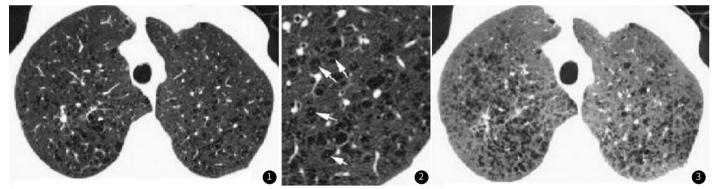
上叶HRCT: 扫描见多发小透亮区,散在分布,典型的小叶中心型肺气肿,单个病灶无可见的壁,右肺上叶的小结节为肺癌。图2 低聚焦放大成像显示左肺上 叶典型的小叶中心型肺气肿,无壁,某些病灶包绕小的小叶中央动脉。图3 HRCT: 图像重建的最小剂量投射成像显示小叶中心型肺气肿的典型分布。
